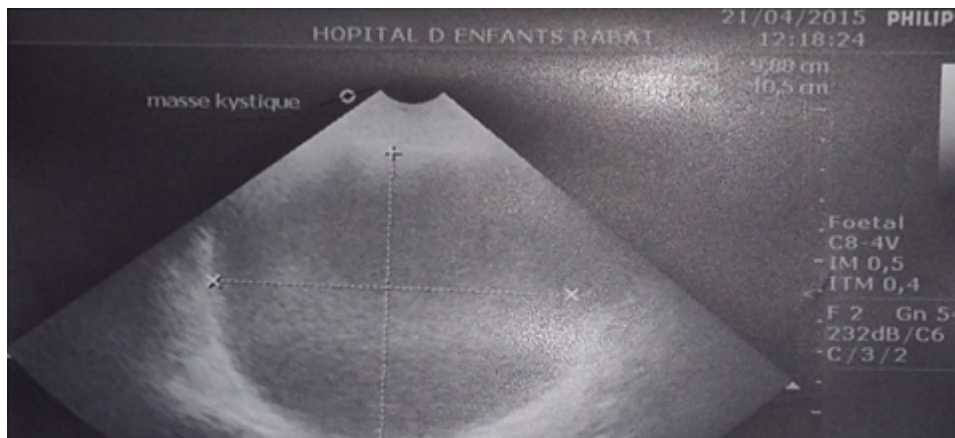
Aspect échographique montrant une masse kystique à contenu écho-gène (hématocolpos)
